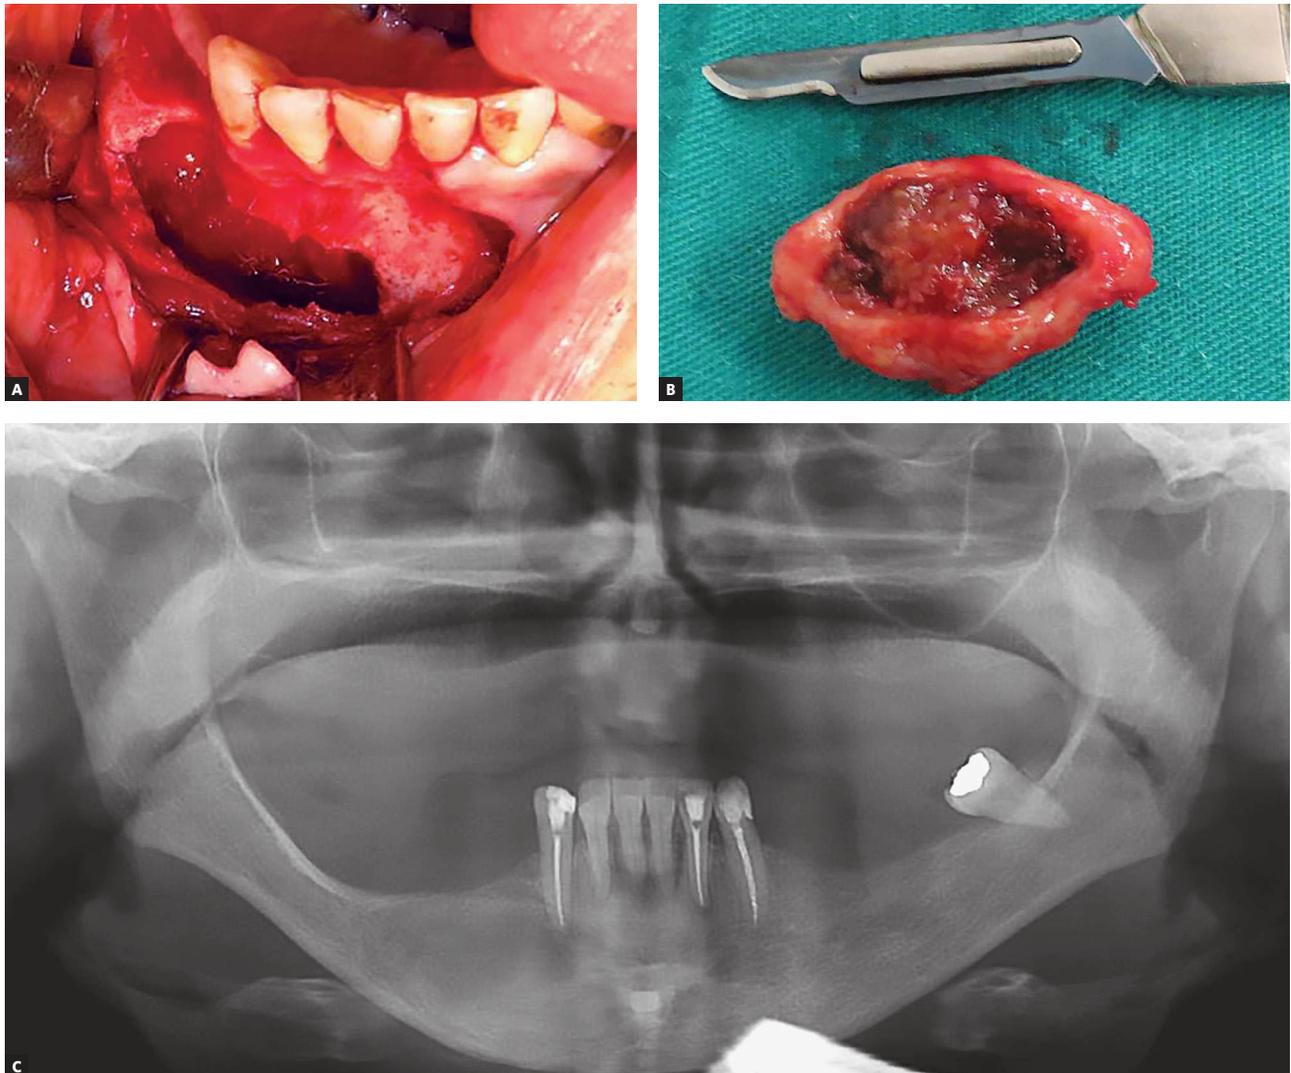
A) Loja cirúrgica; B) lesão cística removida, por completo, e enviada para exame anatomopatológico. C) Radiografia panorâmica de controle pós-operatório da cirurgia de enucleação: observa-se, após 4 meses, a região da lesão cística com neoformação óssea quase completa e tratamento endodôntico realizado nos dentes 43 e 32.
